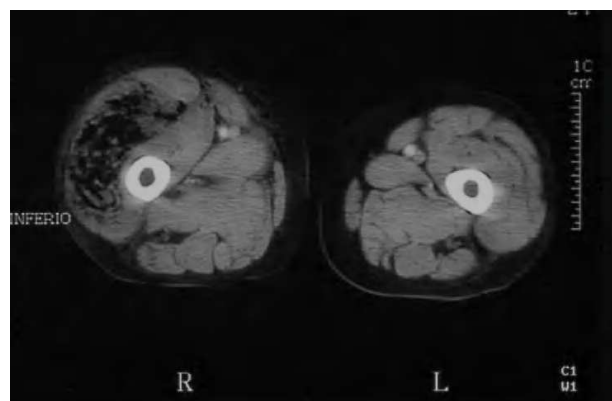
Tomografía computarizada de extremidades inferiores a nivel de la unión entre el tercio medio y el proximal del muslo. Se aprecian burbujas de gas disecando el músculo vasto externo y produciendo abombamiento de la fascia lata hacia el extremo distal del muslo.
